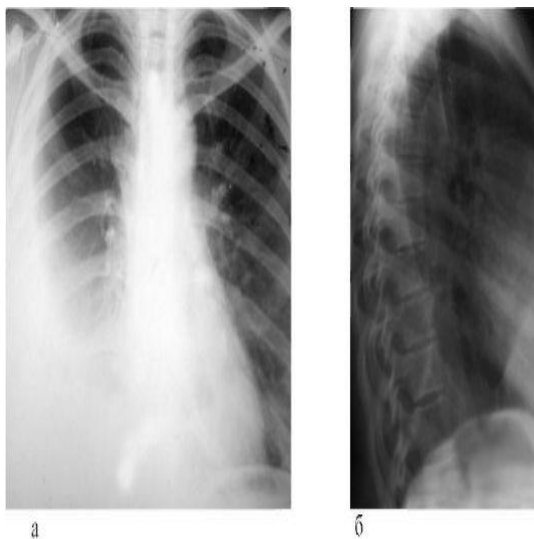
Оглядова рентгенографія ОГК, (пряма та бокова проекція) 3-доба постановки діагнозу. Правобічний ексудативний плеврит.
